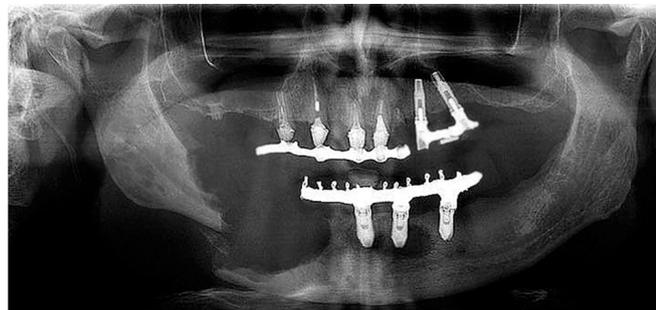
Radiografia panorâmica apresentando fratura patológica no ramo direito da mandíbula.
